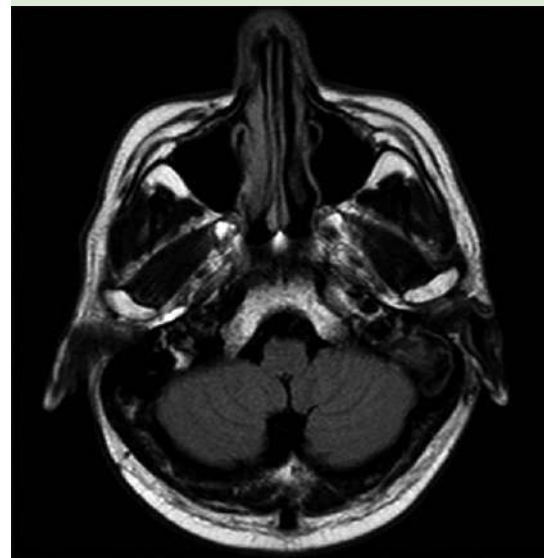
Resonancia magnética nuclear de oídos, corte axial.
